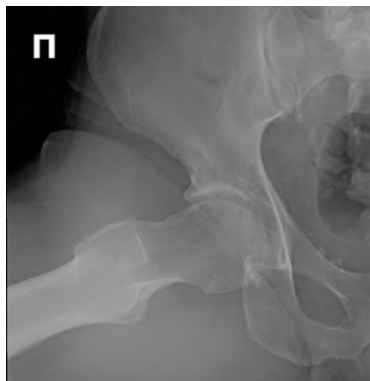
Рентгенография тазобедренного сустава. Задняя проекция (в положении лягушки)
